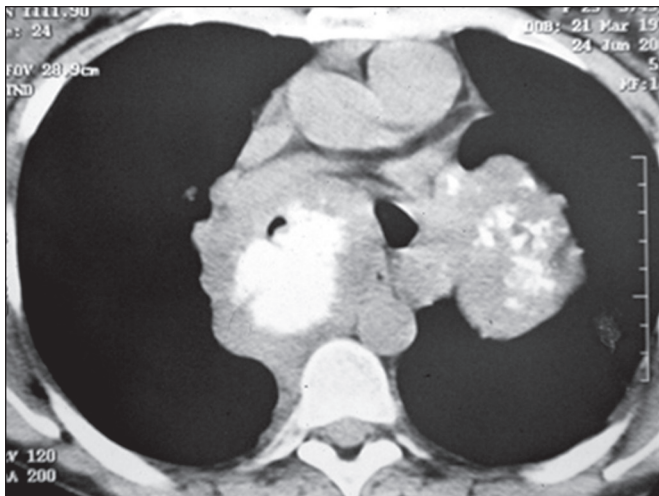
Metástases linfonodais. Menina, 13 anos, com osteossarcoma primário na tíbia. TC axial com janela para mediastino demonstra massa com focos de calcificação no pulmão esquerdo, além de volumosa massa com calcificação grosseira na região subcarinal, correspondendo a linfonodomegalias calcificadas.
